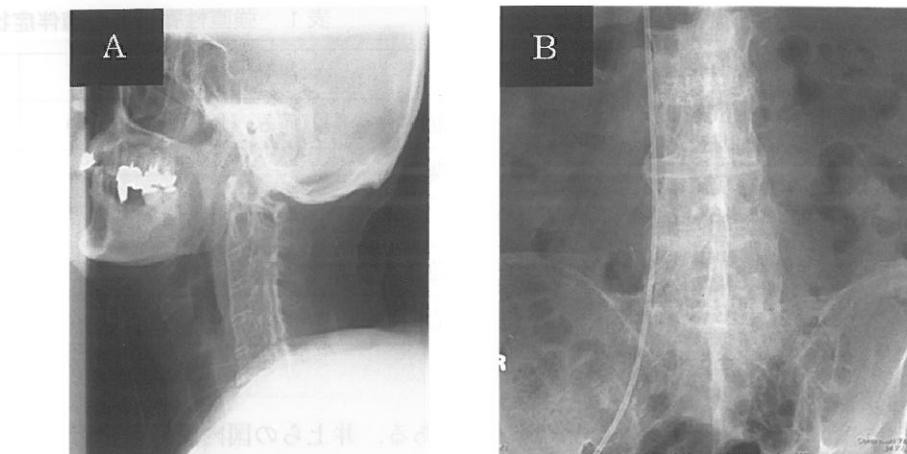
頸椎単純X線側面像(A)および腰椎単純X線正面像(B)。頸椎、腰椎は癒合し、竹の節変形(Bamboo Spine)を呈す。また、両側の仙腸関節は完全癒合している。
